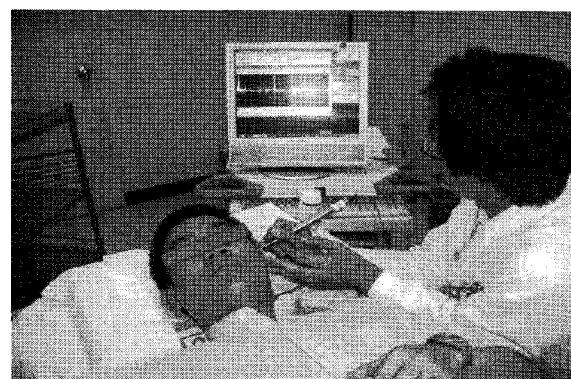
Measurement with the Doppler ultrasound device
